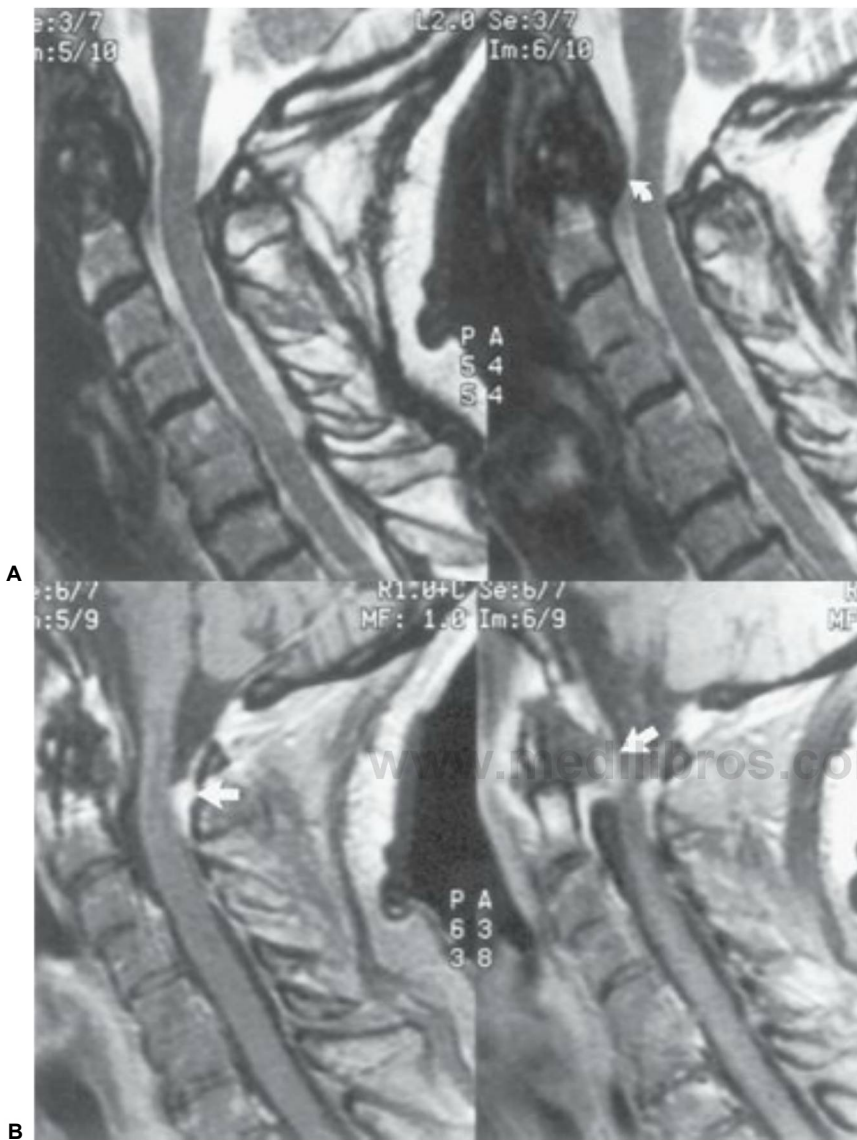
4 Resonancia magnética de la región craneocervical de un paciente con artritis reumatoide. Imágenes realizadas con gadolinio con técnicas potenciadas en T2 (A) y en T1 (B). Se muestran dos cortes sagitales contiguos. Las flechas indican la formación de pannus a nivel de C1, que causa un estrechamiento del espacio subaracnoideo, con una indicación del desplazamiento posterior de la médula cervical superior.
